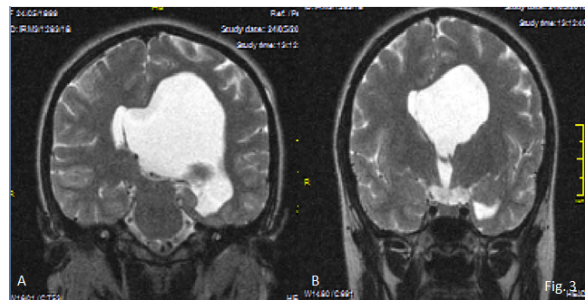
Imagen de resonancia magnética en técnica T2, cortes coronales. A) Se observa luxación de la línea media, marcada dilatación del ventrículo lateral izquierdo. B) Tercer ventrículo de tamaño normal
